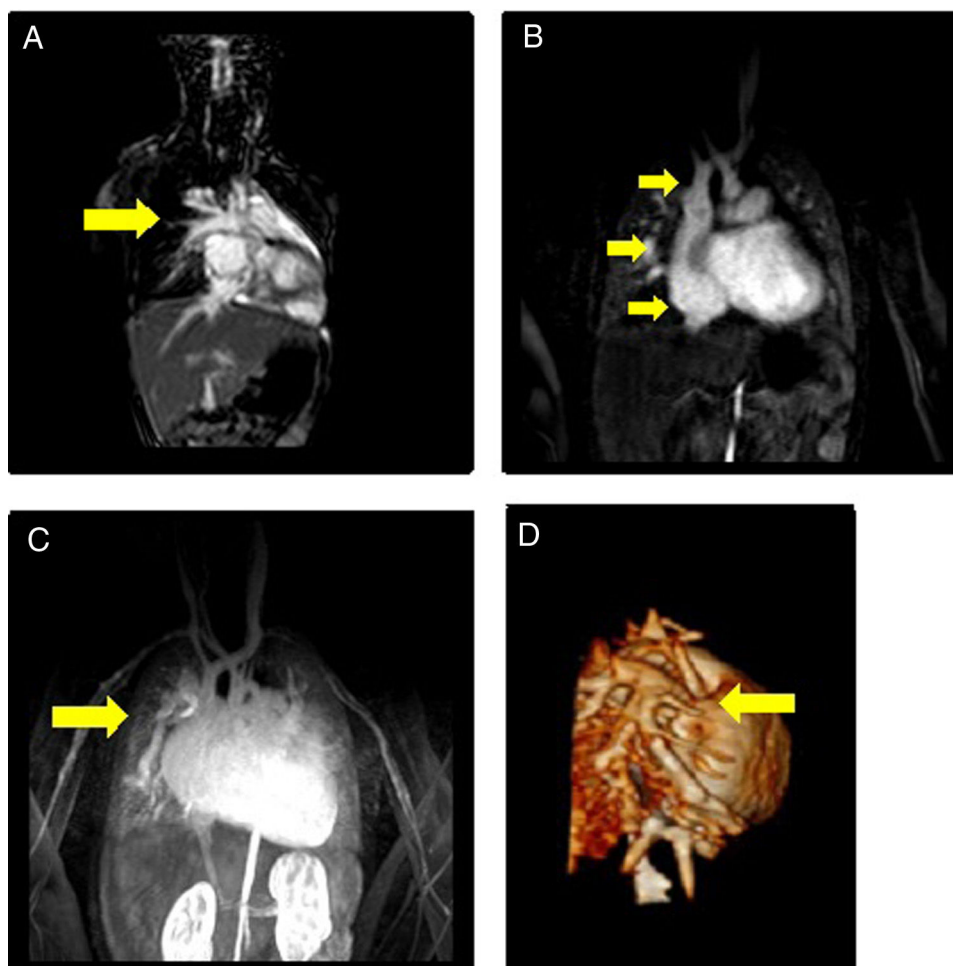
Imágenes de resonancia magnética (A-C son cortes sagitales): A) Arteria pulmonar. B) Vena cava superior, aurícula derecha y vena cava inferior. C) Desembocadura de venas pulmonares (VVPP) anómalas a vena cava superior. D) Reconstrucción tridimensional de la llegada de las VVPP anómalas a vena cava superior.
